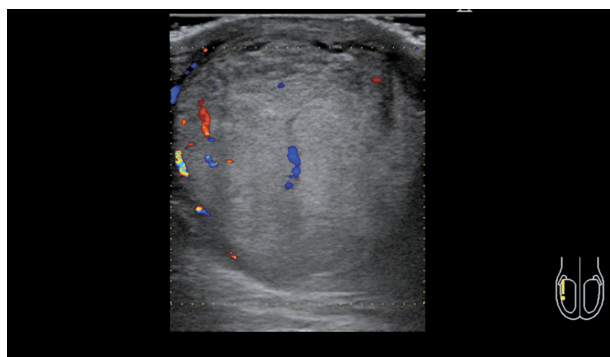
Ultrasound sonography images
